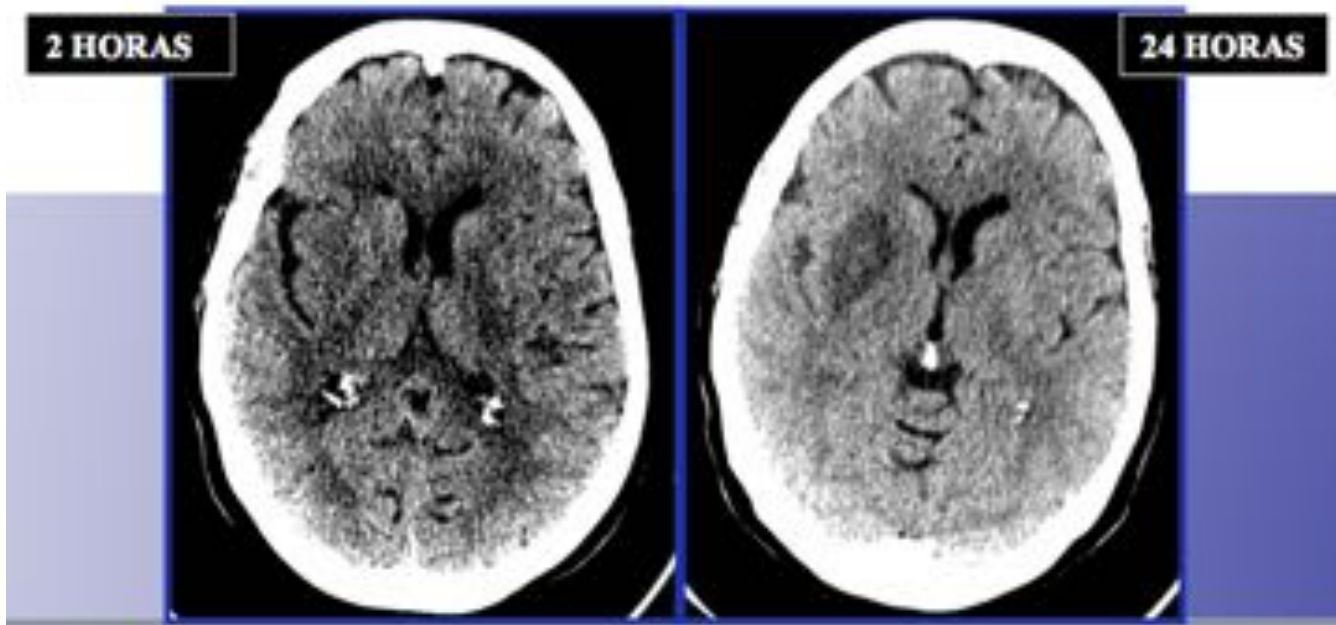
TC craneal sin contraste. Se muestran dos imágenes del mismo paciente a las 2 horas y a las 24 horas tras la presentación del ACVA, en la primera imagen los hallazgos en imagen son prácticamente imperceptibles, mientras que se evidencian con claridad a las 24 horas.
